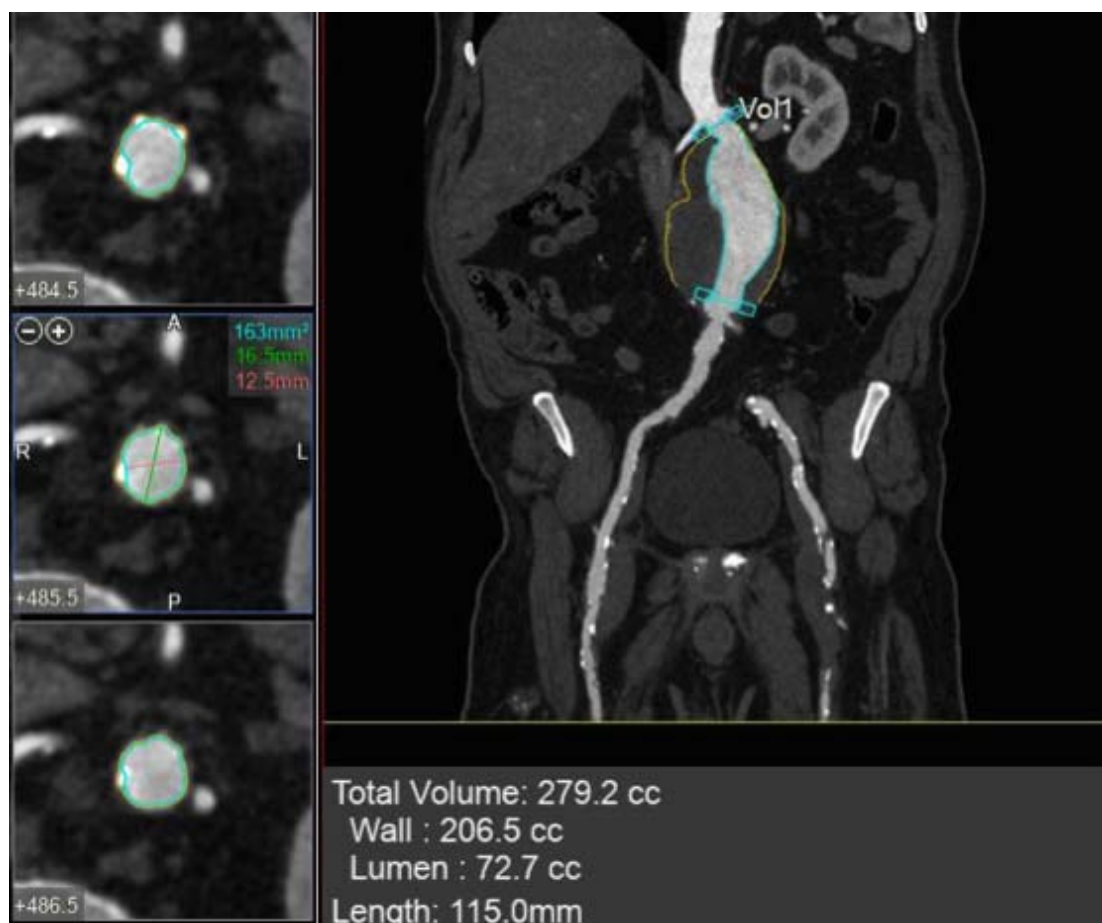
Cálculo do volume do AAA com o software de quantificação da TC. A parede externa do aneurisma foi ajustada com o objetivo de incluir o trombo na medida do volume. O volume e o comprimento entre o início do aneurisma e a bifurcação da aorta foram considerados para análise. Similarmente ao US, a razão volume/extensão foi calculada
